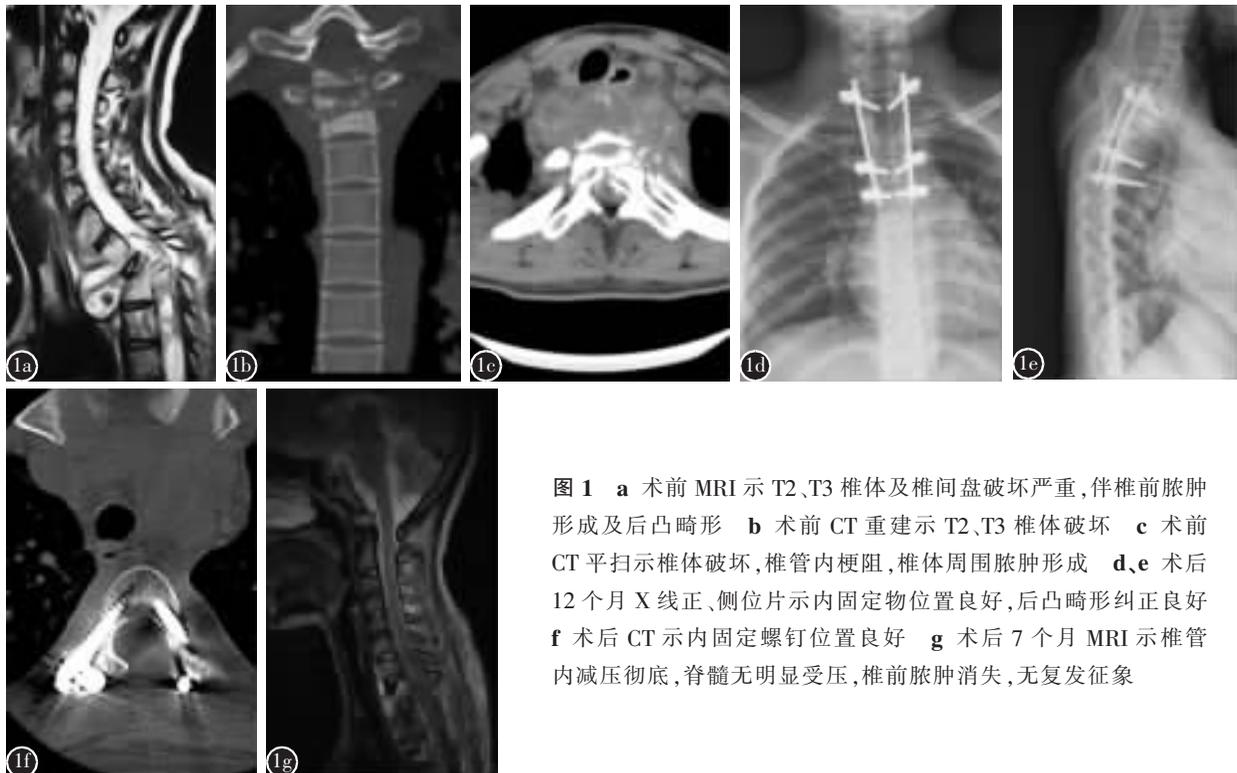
a 术前 MRI 示 T2、T3 椎体及椎间盘破坏严重,伴椎前脓肿形成及后凸畸形 b 术前 CT 重建示 T2、T3 椎体破坏 c 术前 CT 平扫示椎体破坏,椎管内梗阻,椎体周围脓肿形成 d、e 术后 12 个月 X 线正、侧位片示内固定物位置良好,后凸畸形纠正良好 f 术后 CT 示内固定螺钉位置良好 g 术后 7 个月 MRI 示椎管内减压彻底,脊髓无明显受压,椎前脓肿消失,无复发征象
